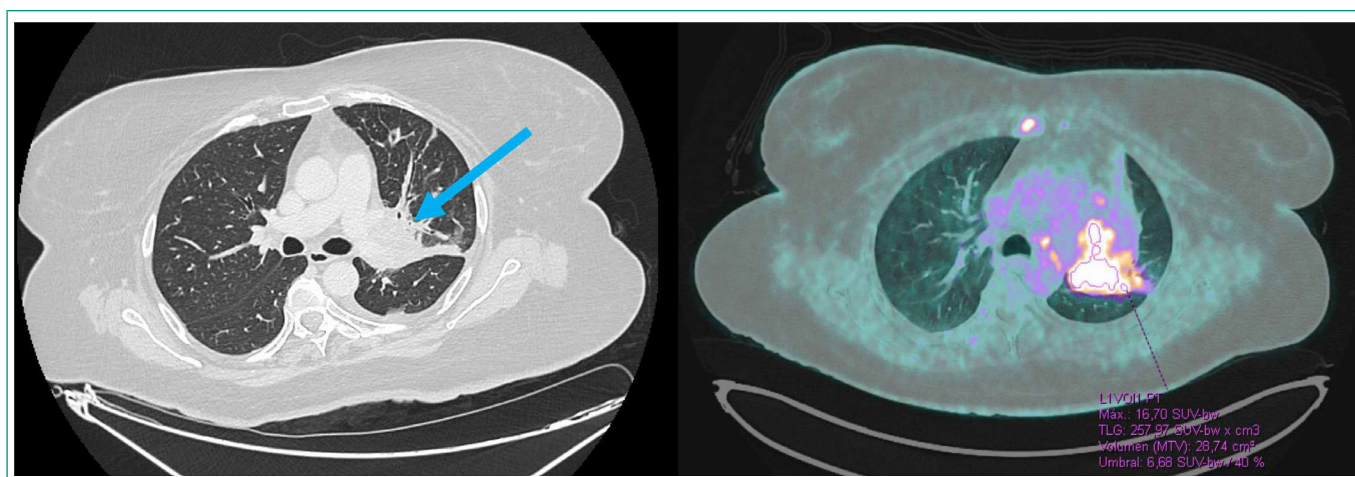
TC torácica (izquierda) y PET-TC (derecha). Masa hilar izquierda con obstrucción bronquial.
